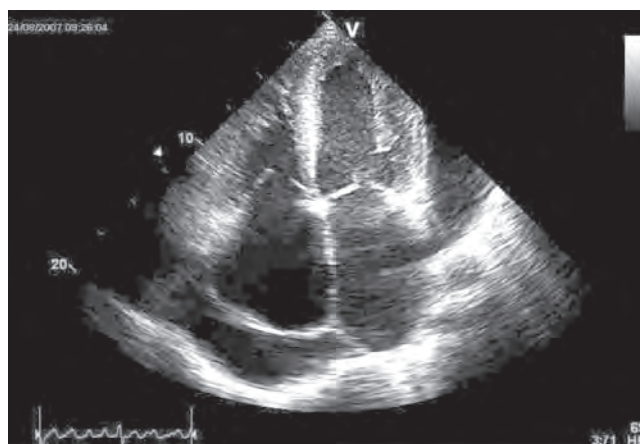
Ecocardiografie transtoracică apical 4 camere.
